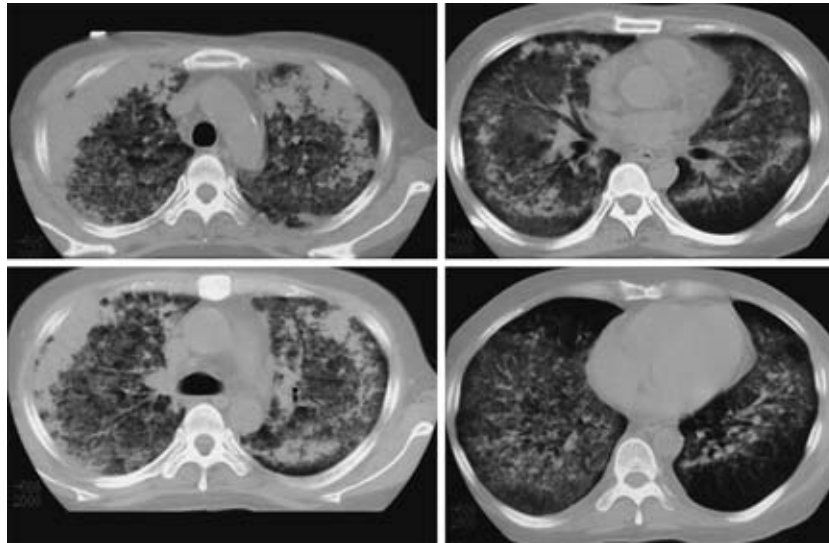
Chest computed tomography shows infiltrative shadows dominant in the upper lobes.
